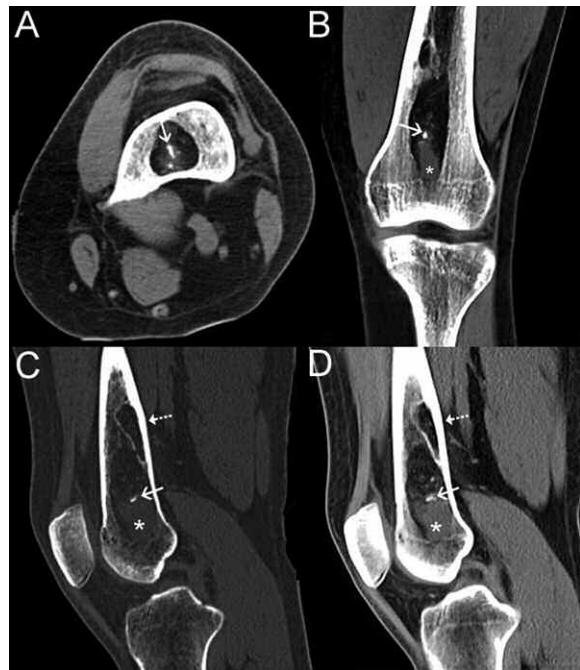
Tomografía computada multidetector del sector distal del fémur izquierdo. a) Imagen axial; b) Reconstrucción multiplanar en plano coronal; c,d) reconstrucciones multiplanares en plano sagital. Se identifica la lesión circunscrita, con áreas de densidad grasa que presenta en el sector inferior una calcificación puntiforme (flecha) y un área con densidad líquida (asterisco). Como hallazgo adicional, se identifica una imagen compatible con defecto fibroso cortical a nivel del sector interno del fémur (flecha punteada).
